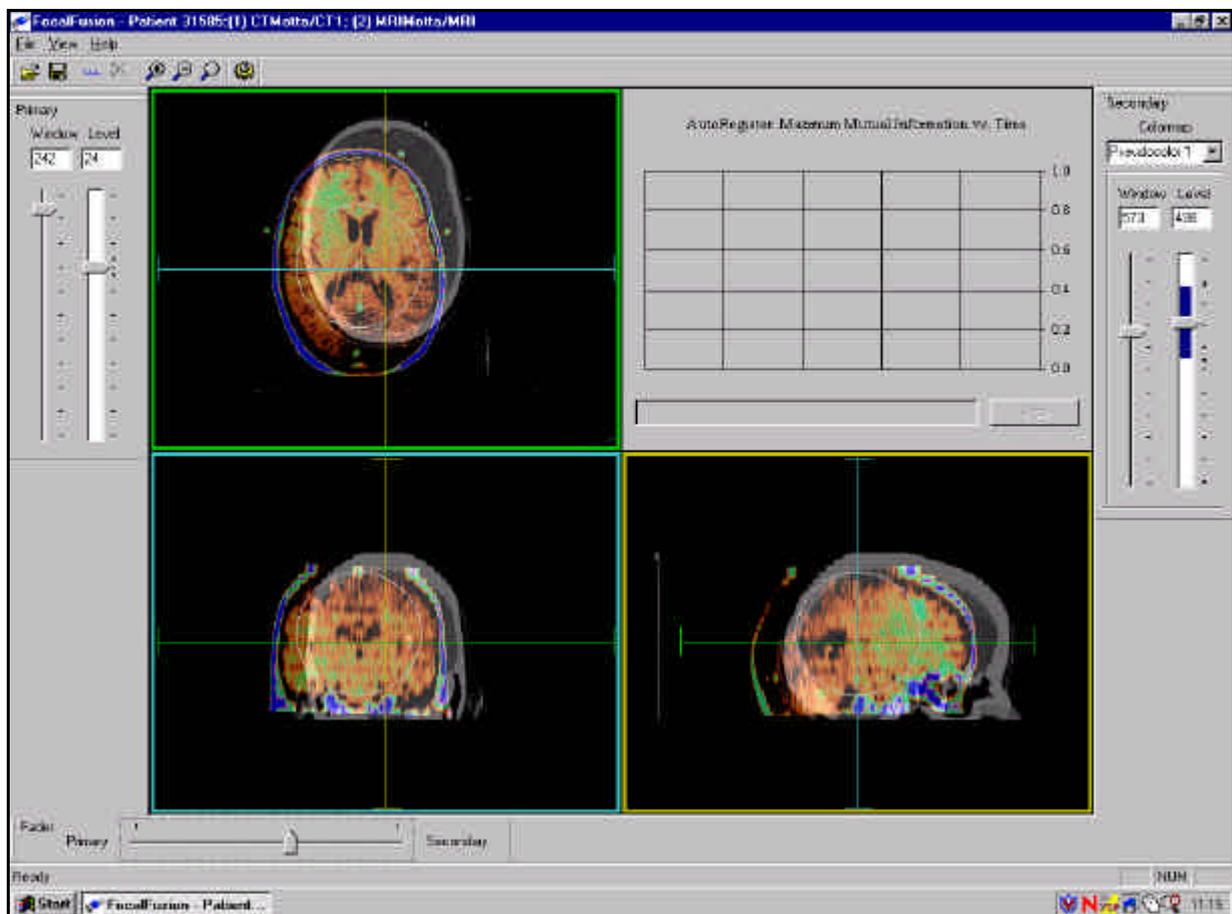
Image Fusion von CT- und MR-Bildern eines Patienten.
